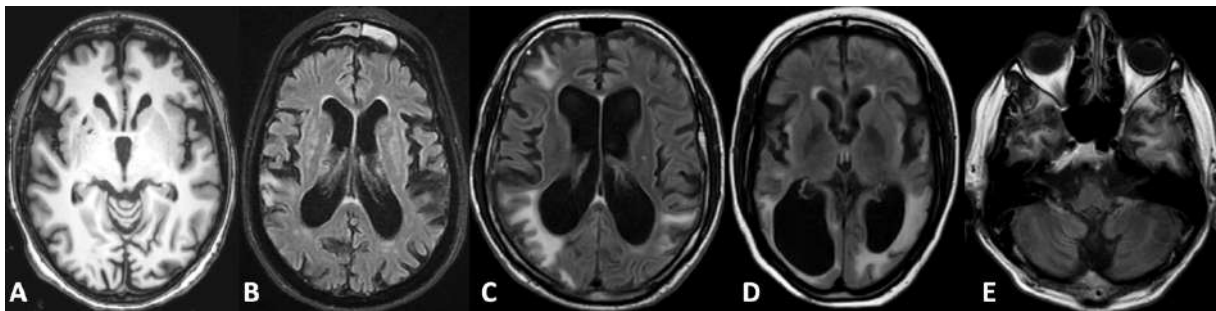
Exemples d'IRM pathologiques dans notre série de patients. A : IRM séquence T1, Atrophie corticale et sous-corticale, lésions des noyaux gris centraux (lacunes). B, C, D : IRM séquences T2 FLAIR (saturation du liquide céphalorachidien) Atrophie corticale et sous-corticale, dilatations des cornes ventriculaires, leucopathie périventriculaire, aspects évocateurs de séquelles de pseudo-AVC. E : IRM séquence T2 FLAIR, atrophie vermine majeure.
